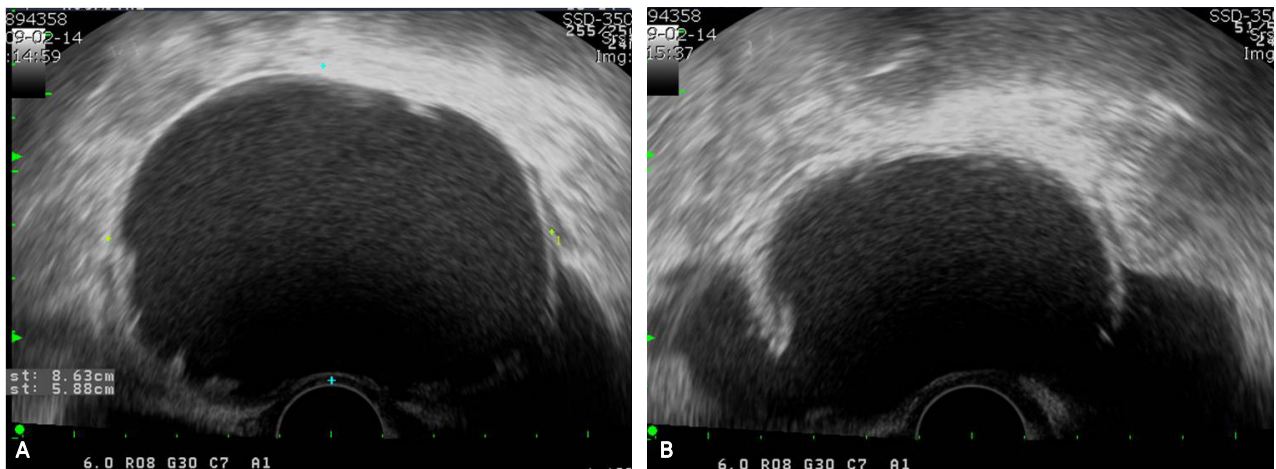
Large hypoechoic cystic mass by ultrasonography. (A) There is internal echogenicity in cyst. (B) The figure shows that there is partial septum such as haustra coli in cyst.
